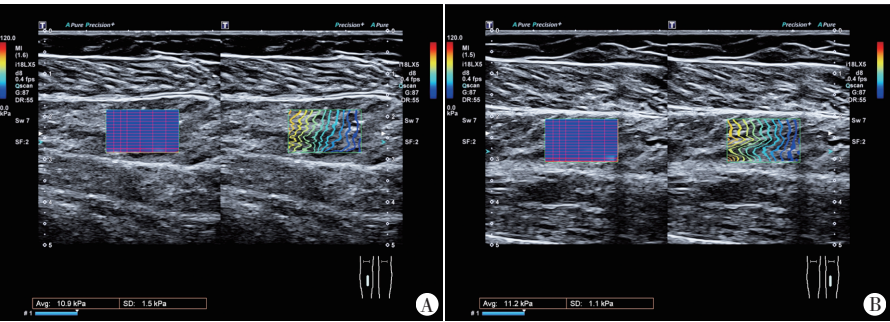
病例组(女,62岁)右侧下肢常规超声图,右
